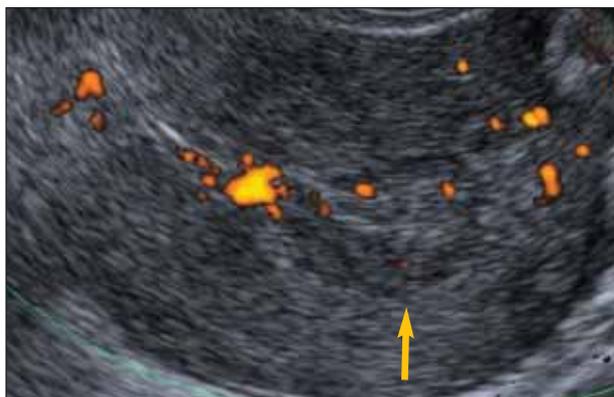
УЗ-томограмма матки в продольной плоскости. Умереннодифференцированная аденокарцинома тела матки
